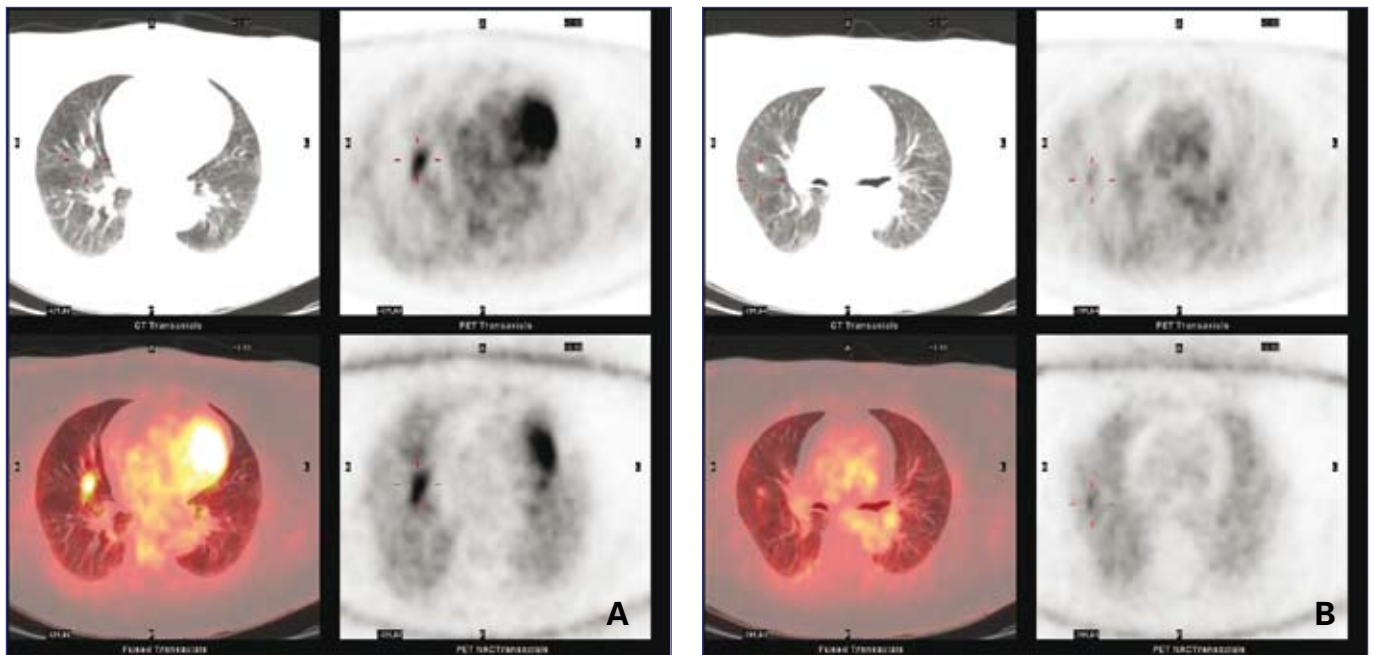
A and B show CT, PET and fused PET/CT images with FDG avidity in the two largest intrapulmonary nodules in the middle lobe.
